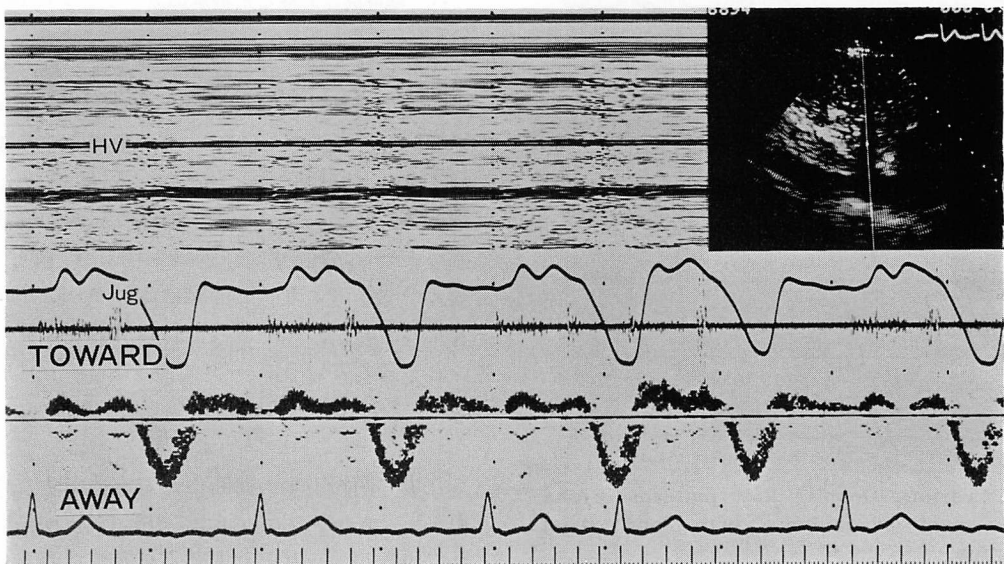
Simultaneous recording of the jugular phlebogram and Doppler signal in the hepatic vein of a patient who underwent mitral valve replacement.
